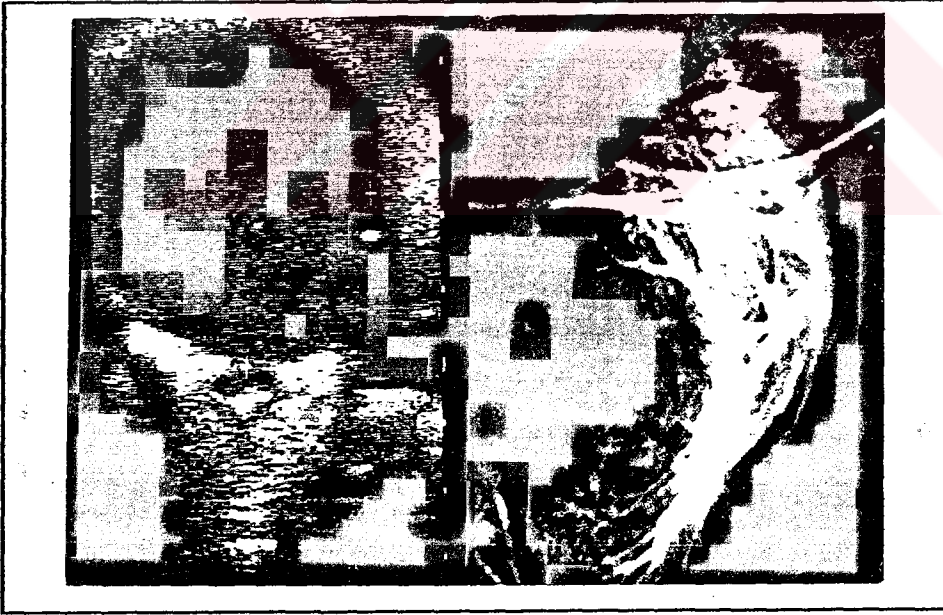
Aynı olgunun ivKM'li BT ve BTS kesitleri: ivKM'li BT'de tümörün santral hipodansite ve çevresel(kapsüler) kontrastlanma göstermesi Warthin tm. tanısını destekler.
